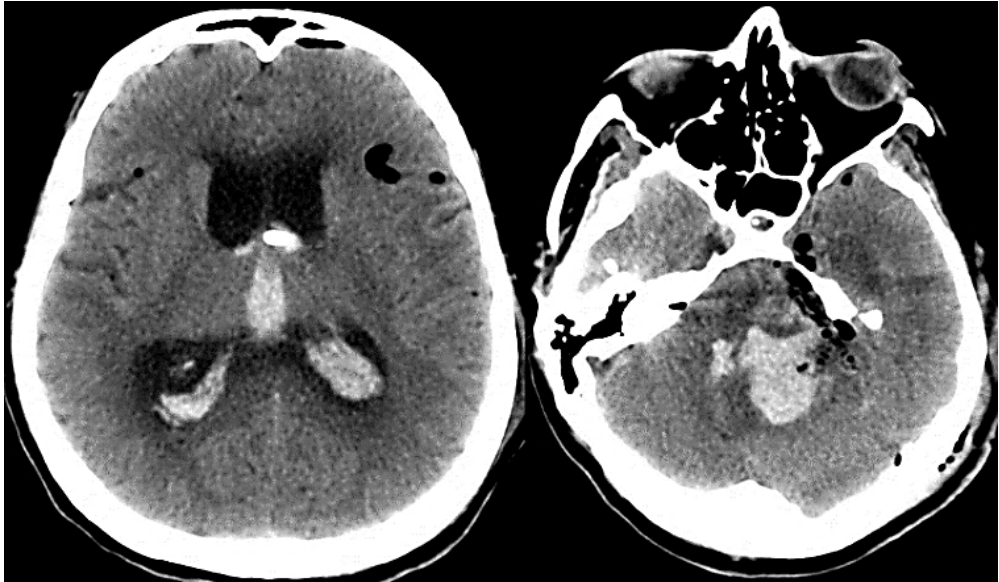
КТ головного мозга перед декомпрессией ЗЧЯ, отмечается повторное кровоизлияние в ложе удаленной опухоли и появление внутрижелудочкового кровоизлияния
